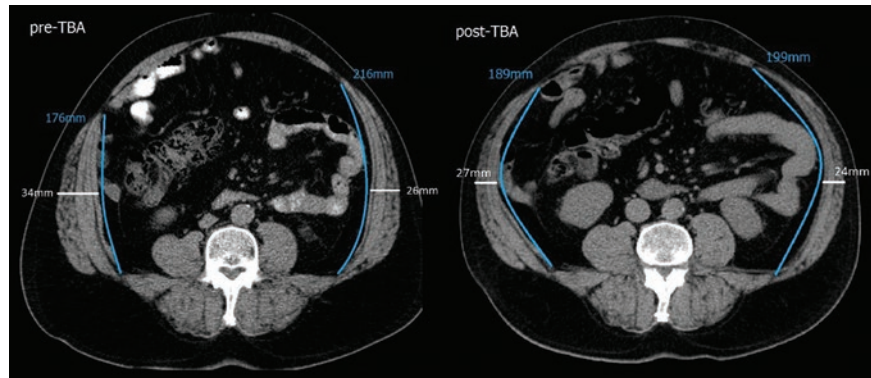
Tomografía computada abdominal antes y después de la administración de toxina botulínica.
